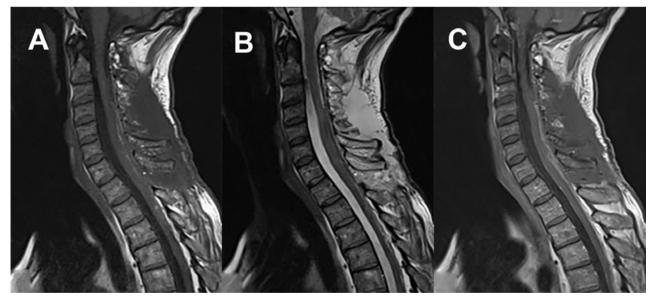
RM de columna cervical. A) Secuencia T1. Corte sagital. B) Secuencia T2. Corte sagital. C) Secuencia T1 con contraste. Corte sagital.
